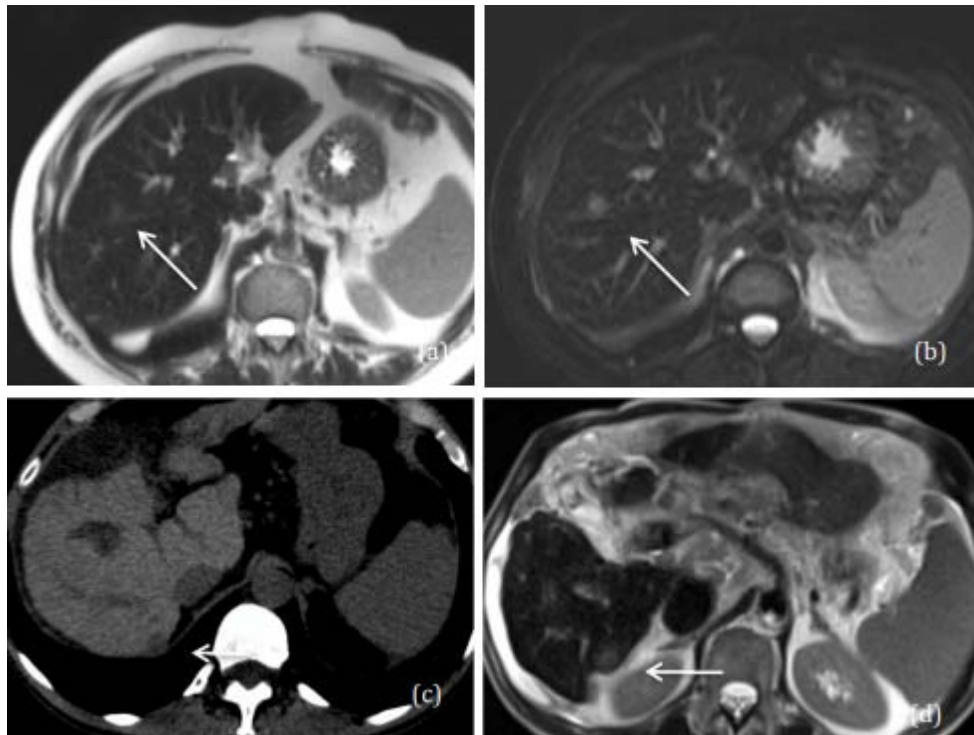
IRM hépatique :Séquence en pondération T2 sans saturation de la graisse (a) et avec saturation de la graisse (b), nodule en hyper signal faible, mieux visualisé sur la séquence après saturation de la graisse, développé sur un foie en hypo signal T2 très marqué, témoignant d'une probable surcharge ferrique (analyse qualitative) (c) Scanner sans injection, nodule hypodense sous-capsulaire du lobe hépatique droit, de densité nettement inférieure à la densité spontanée du foie (mesurée > 75 UH), en rapport avec une surcharge hépatique en fer. (d) IRM avec séquence en pondération T2 sans saturation de la graisse, retrouvant le nodule objectivé au scanner apparaissant en hyper signal T2 faible, développé sur un foie en hypo signal très marqué, confirmant la surcharge ferrique.
